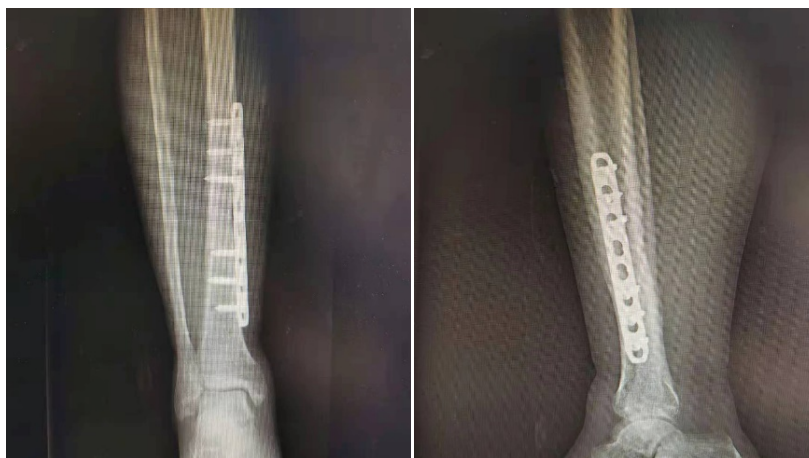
X-ray reexamination in 3 months after operation
